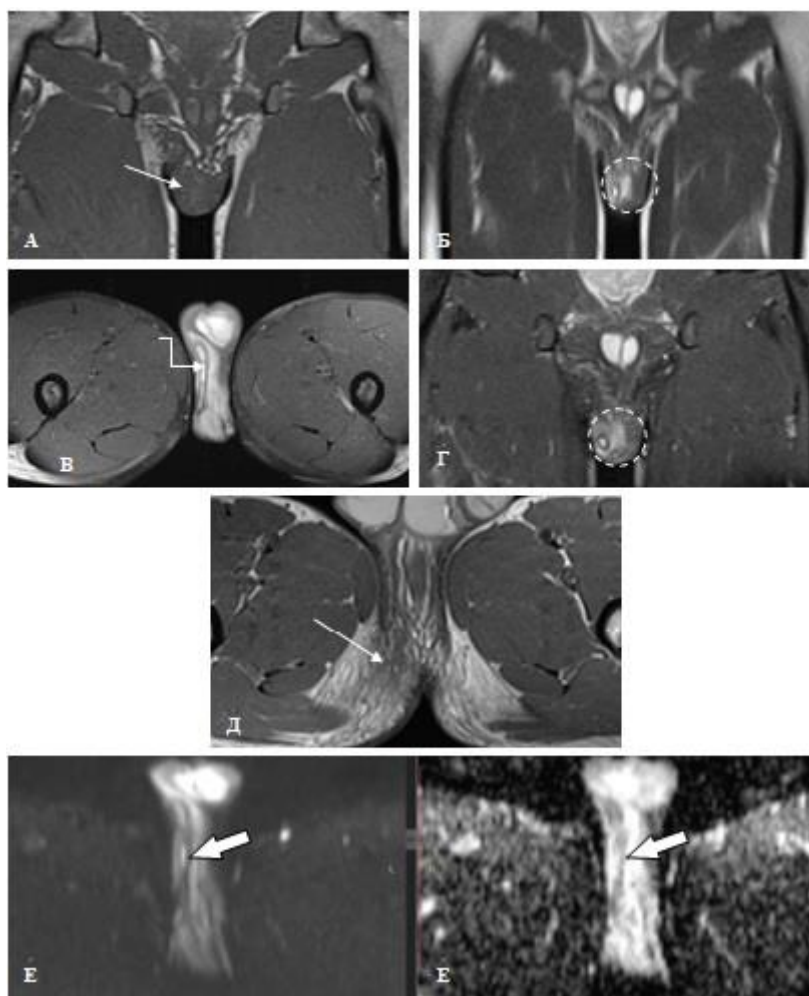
Пациент В., 20 лет. На T1-ВИ в корональной (а), T2-ВИ в корональной (б), Pd-Fs в аксиальной (в) и корональной (г), T2-ВИ в аксиальной (д) плоскостях, на DWI (b=800) и ИКД определяются выраженные фиброз (а, д – тонкая стрелка), перифокальный отек (б, г – пунктир) подкожно-жировой клетчатки и кожи перинеальной области с формированием в их структуре отграниченных абсцессов (в – кривая стрелка) с участками некроза, контрлатеральным смещением срединного шва и локальным ограничением диффузии по периферии некроза (е – толстая стрелка)
